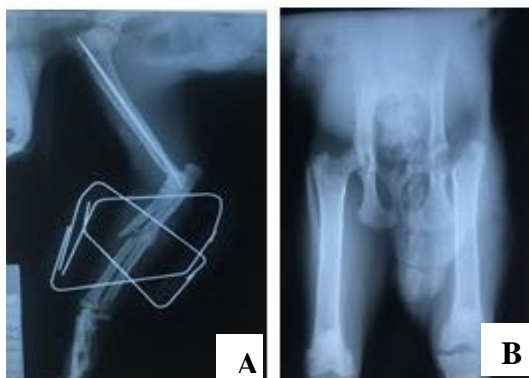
A) Radiografia mediolateral do membro torácico esquerdo, pós-operatório imediato. B) Radiografia ventrodorsal da região coxofemoral, pós-operatório imediato.
